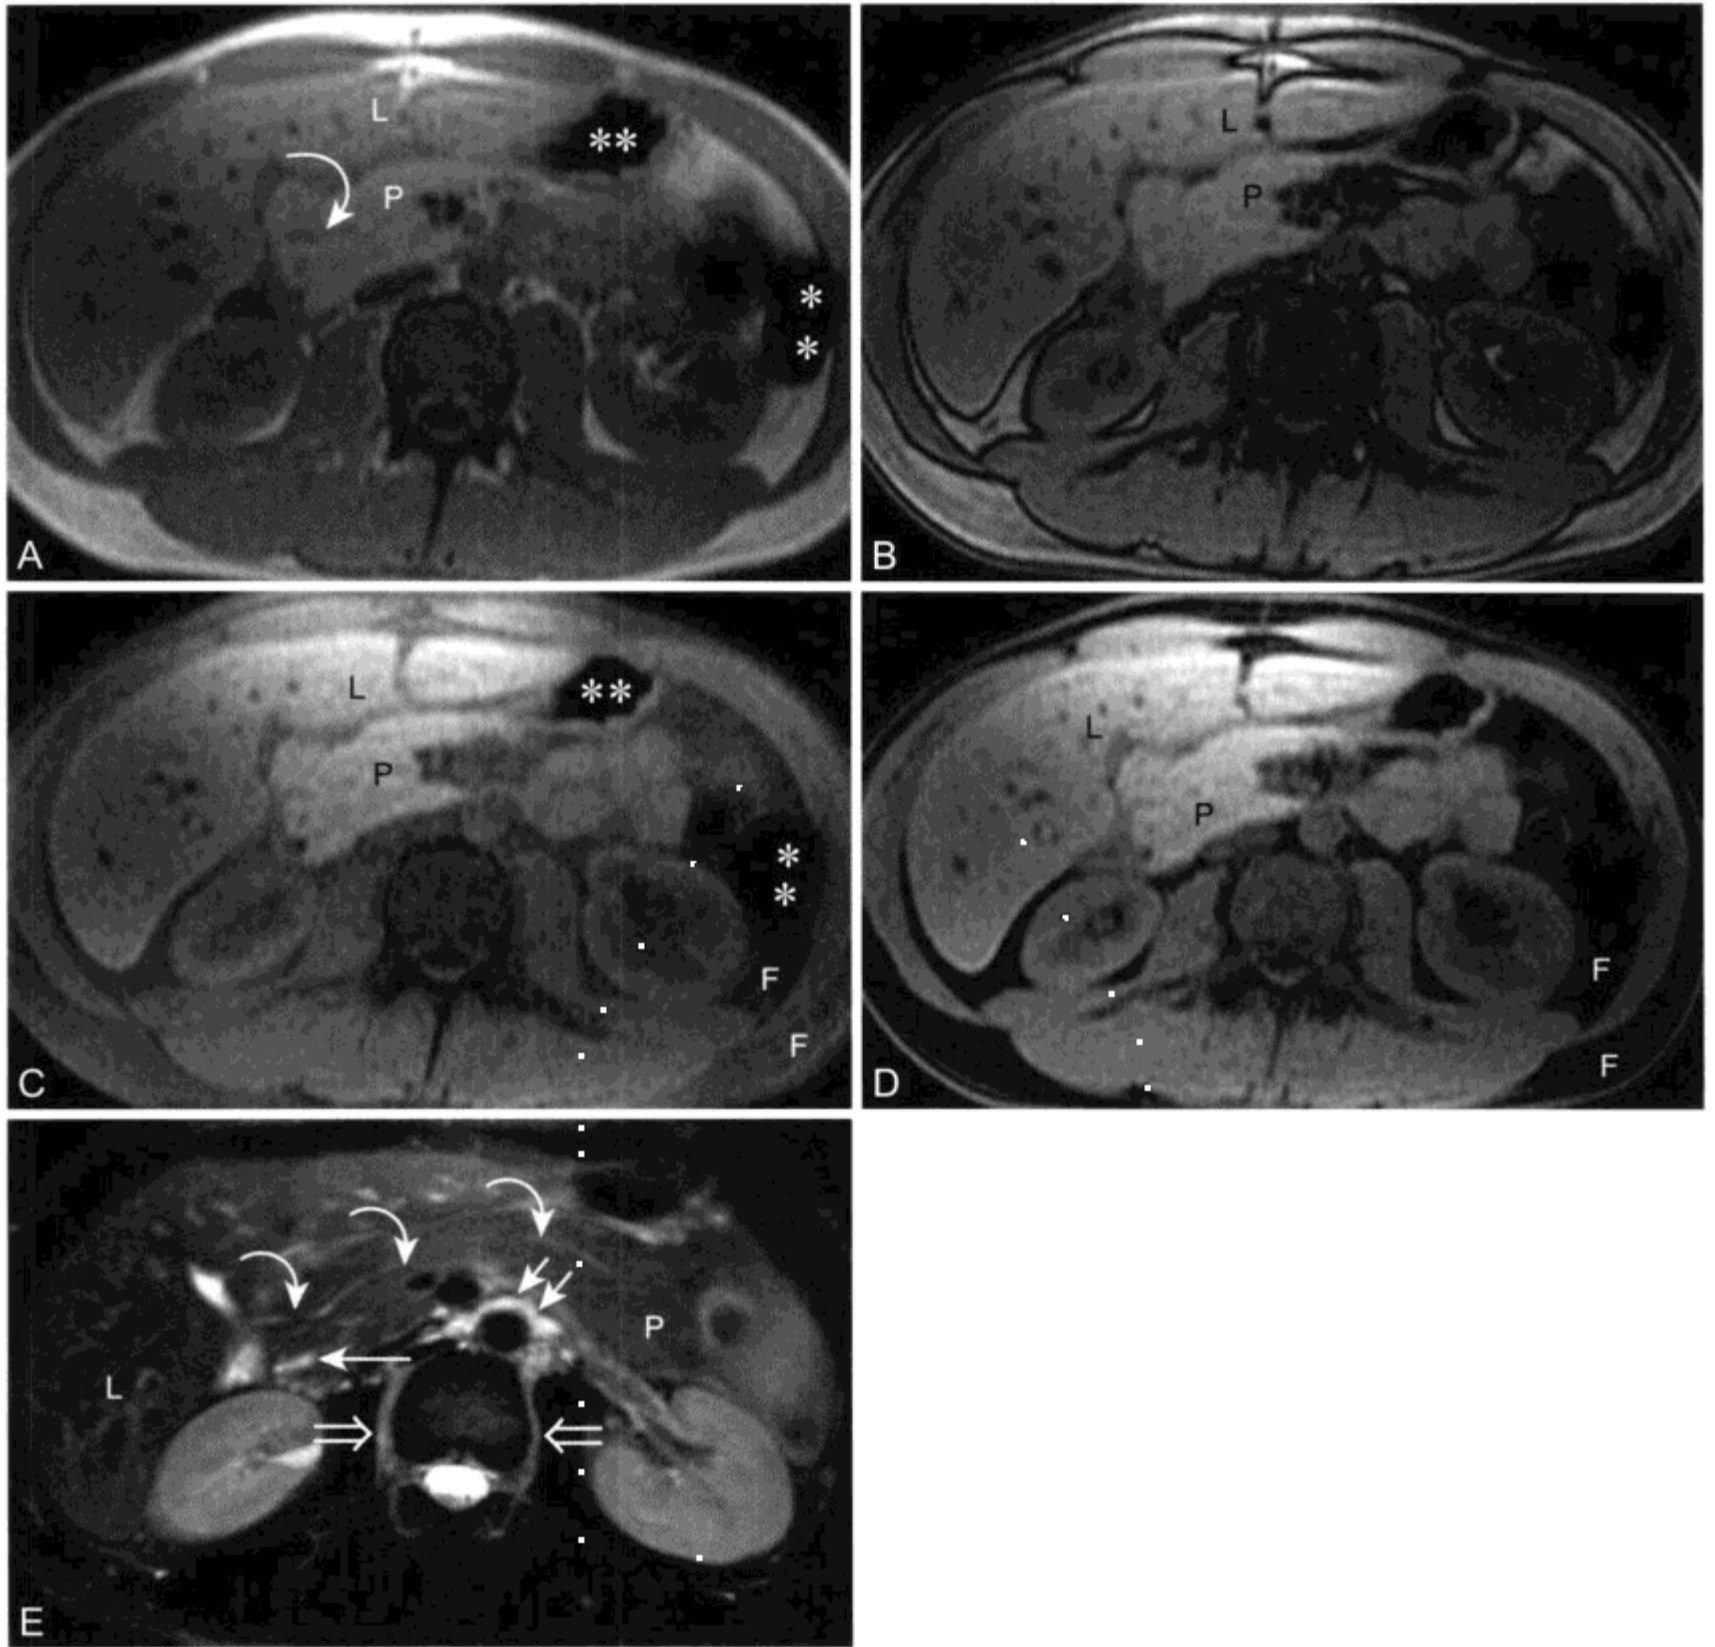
外院 CT 检查 (未在此列出) 显示胰头增大, 不能除外隐匿性胰腺肿瘤
